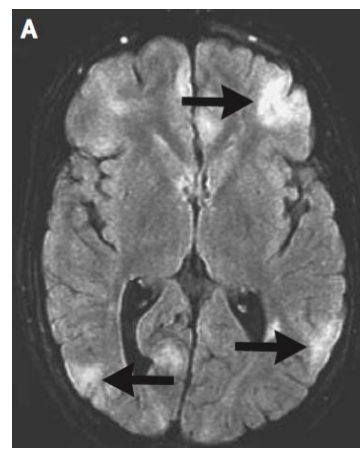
Tubes corticaux visibles à l'IRM <sup>(5)</sup>
